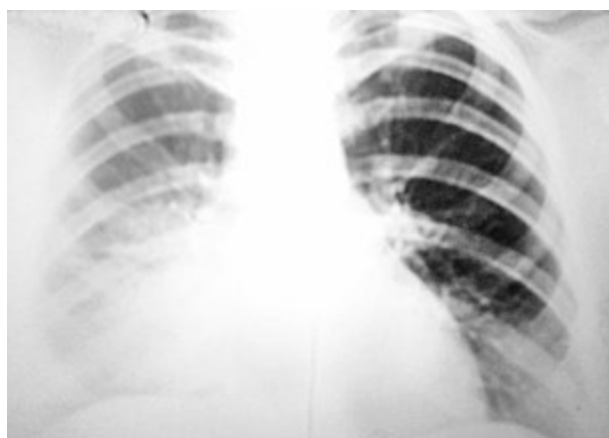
Рентгенограма ОГП хворої на ХРТБ/ВІЛ до лікування
